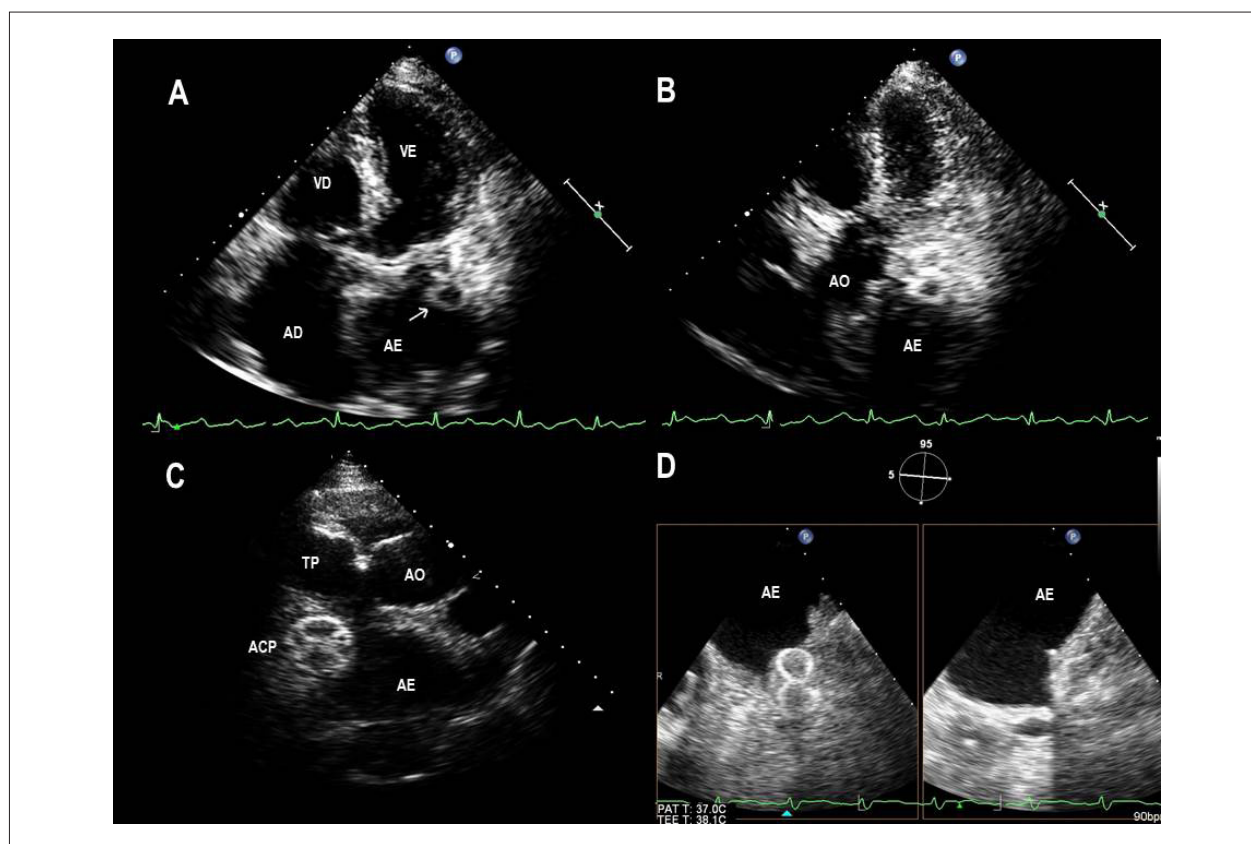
Paciente do sexo feminino, 72 anos, após oclusão percutânea do AAE com o dispositivo ACP. (A) Ecocardiograma transtorácico no corte apical 5 câmaras com imagem em formato de oito (seta) no AE; (B) Maior inclinação anterior do transdutor, visibilizando-se a “figura do oito”; (C) Ecocardiograma transtorácico no corte paraesternal 3 câmaras; (D) Ecocardiograma transesofágico com a “figura do oito” na projeção do AAE em 5 graus (esquerda), mas não em 95 graus (direita) de rotação do ângulo.
